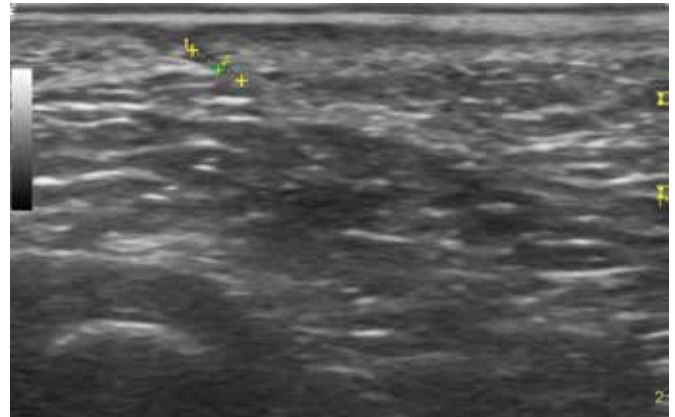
Paciente lactante con antecedente de absceso tratado medicamente en periné. La ecografía de control demuestra un pequeño trayecto fistuloso residual en el tejido celular subcutáneo sin colección residual.
